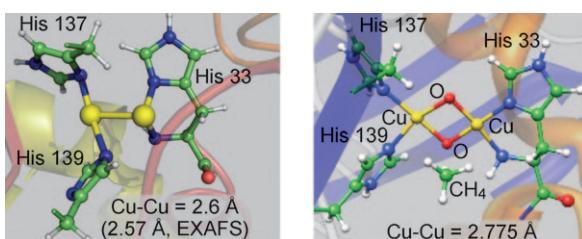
Links: das aktive Dikupferzentrum von pMMO in einer Röntgenstrukturanalyse mit niedriger Auflösung (PDB-Nummer: 1YEW). Rechts: ein gemischtvalenter Cu^{II}-Cu^{III}-bis(μ-oxo)-Komplex, der in der Hydroxylierung von Methan aktiv ist (aus Rechnungen von Yoshizawa und Mitarbeitern^[10]).
